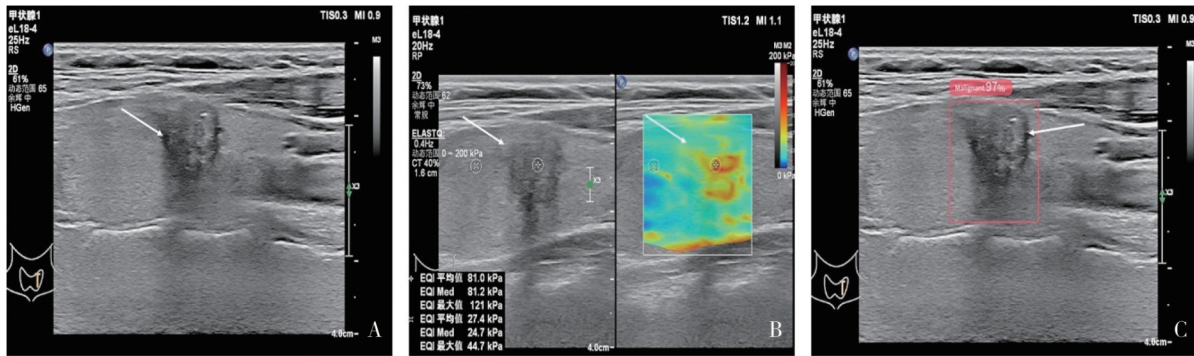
≥10 mm 甲状腺结节灰阶超声、SWE 及 AI 分析图像
